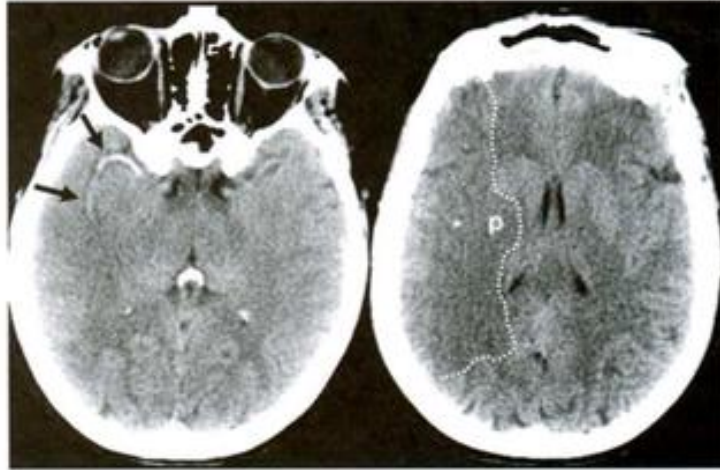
Signo de la arteria hiperdensa y edema precoz en la TC. A las 3 horas postoclusión se aprecia una elevada densidad en la porción proximal de la arteria cerebral media derecha (ACM) (flechas). Un trombo agudo ocupa la luz. En la insula (asterisco), putamen posterior (P) y la mayor parte del córtex ACM (en el interior de la línea discontinua) se aprecia una baja atenuación y una pérdida de la diferenciación sustancia gris-blanca.
